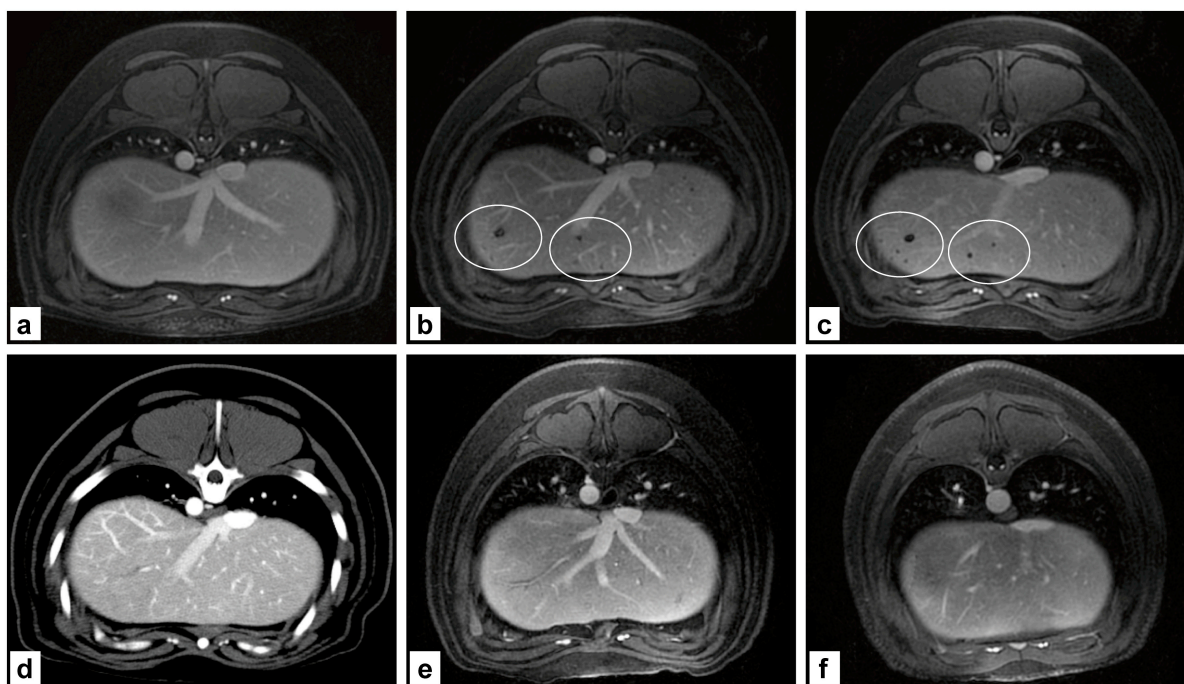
Zelldetektion im MRT: Zellverfolgung nach intraarterieller LCT markierter Hepatozyten. MRT Darstellung vor LCT (a), nach sieben Tagen (b), nach 14 Tagen (c) Computertomographische, angiographische zum Ausschluss von Artefakten (d). Nach Applikation nativer Zellen (e), nach Partikelsuspension (f)
